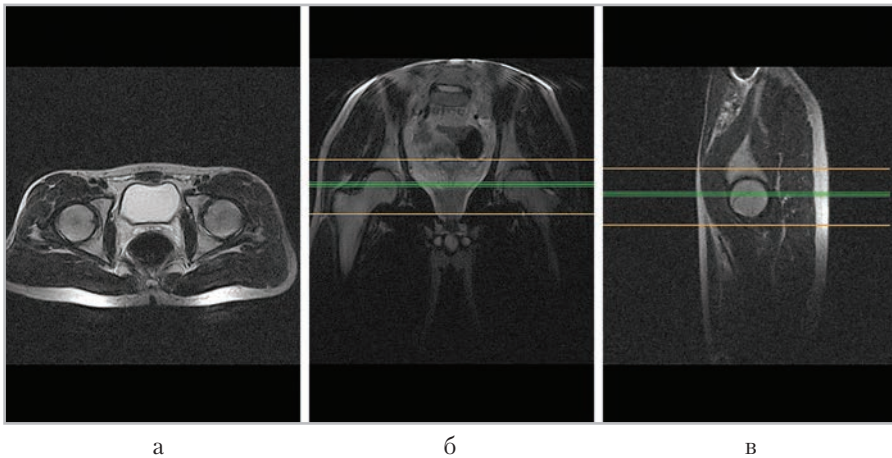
МР-томограммы, полученные для планирования аксиальных срезов в коронарной (б), сагиттальной (в) плоскостях
